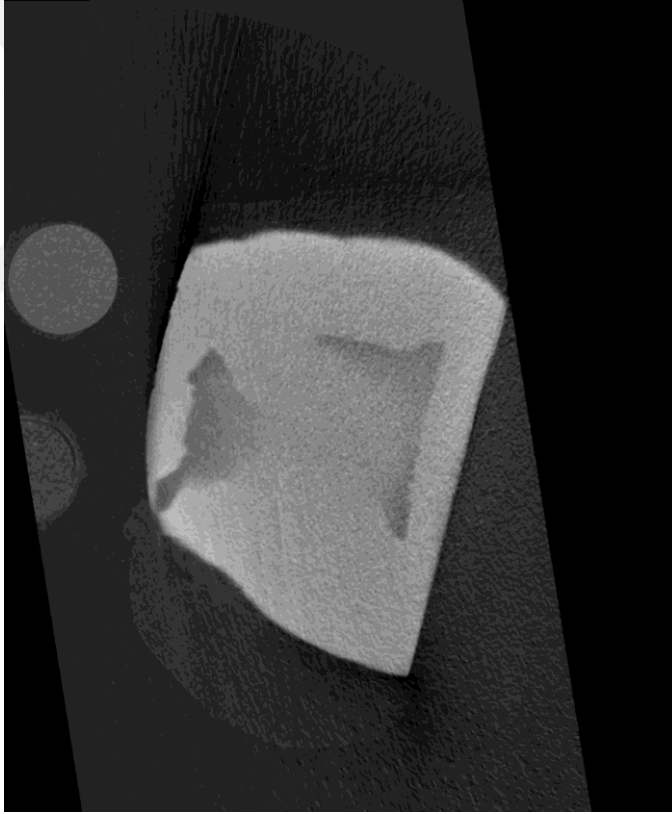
Mikro-CT analizi için grupların oluşturulması
